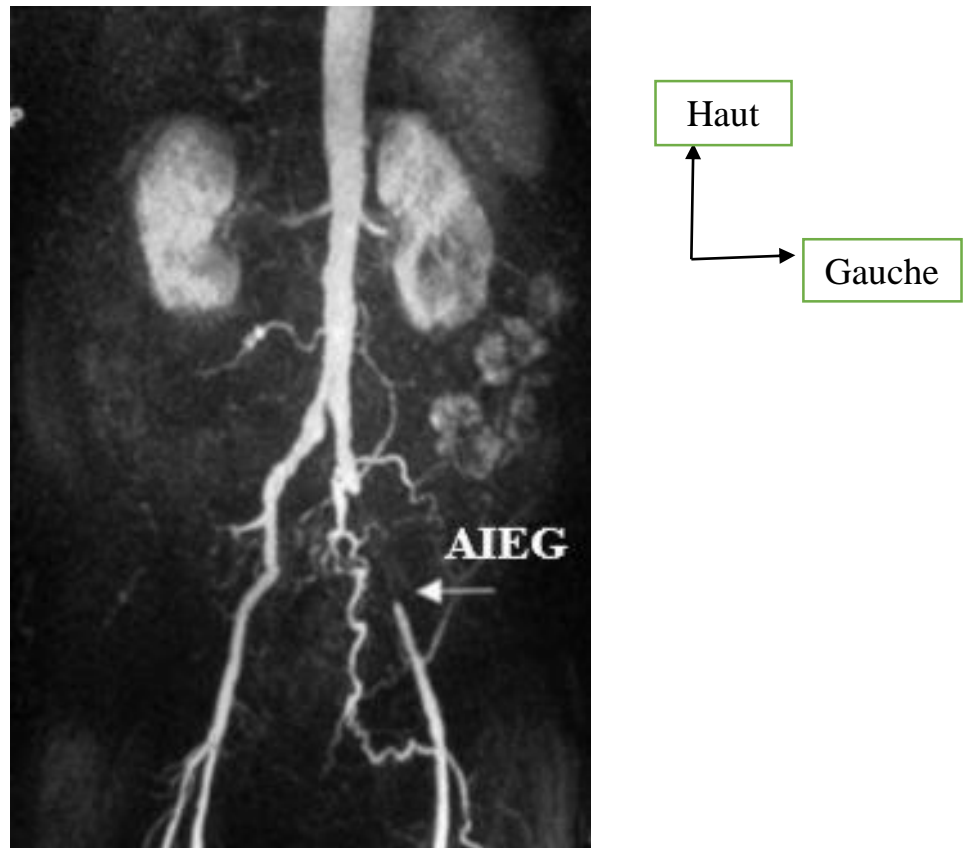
Angio-IRM avec MIP montrant une occlusion avec collatérale efficace de l'artère iliaque externe gauche (flèche blanche) [22].
